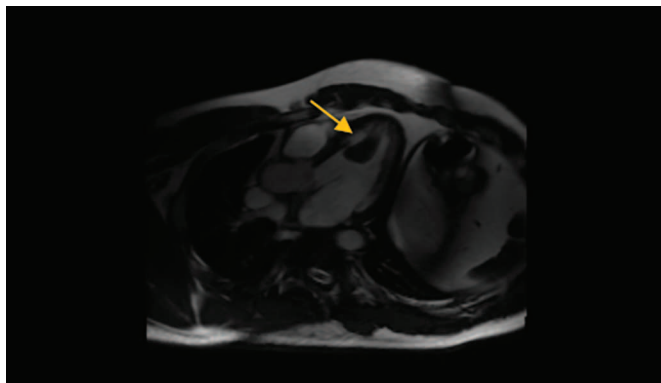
Магнитно-резонансная томография сердца с внутривенным контрастированием пациента
